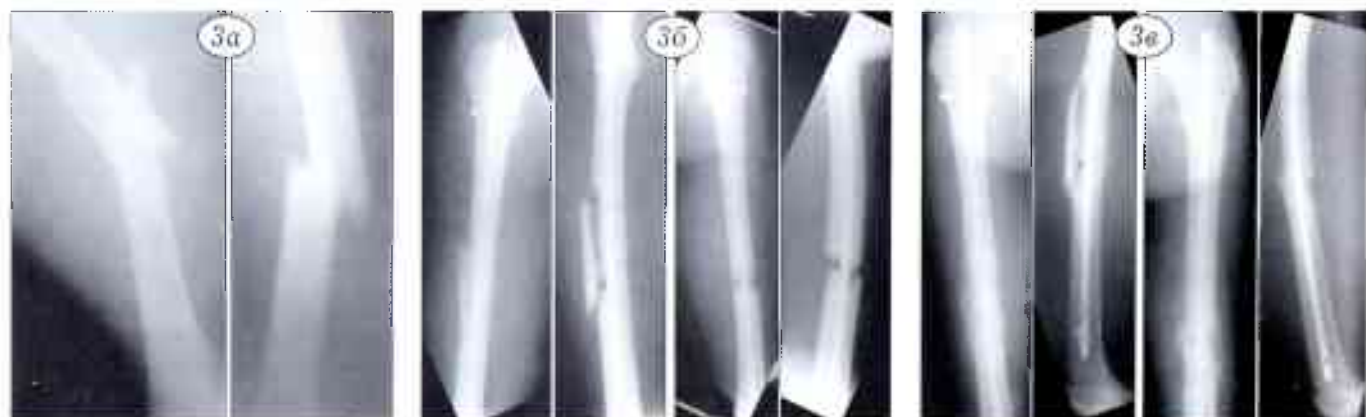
Рентгенограммы больного К. 13 лет.
